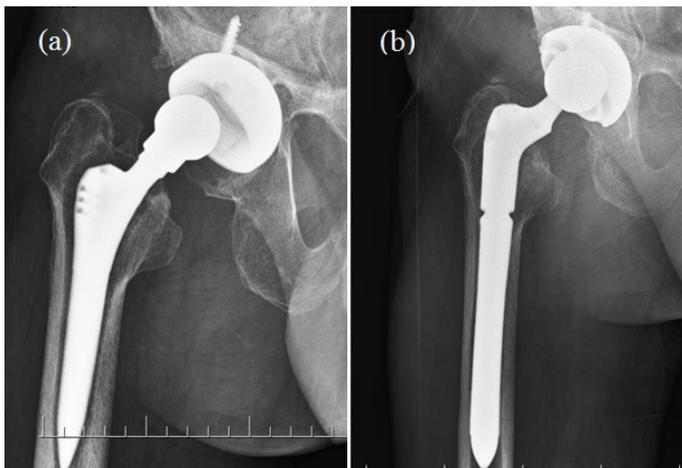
a-b: Pre-operative and one year post-operative radiographs of a 69 years old male patient that constrained component is used.
